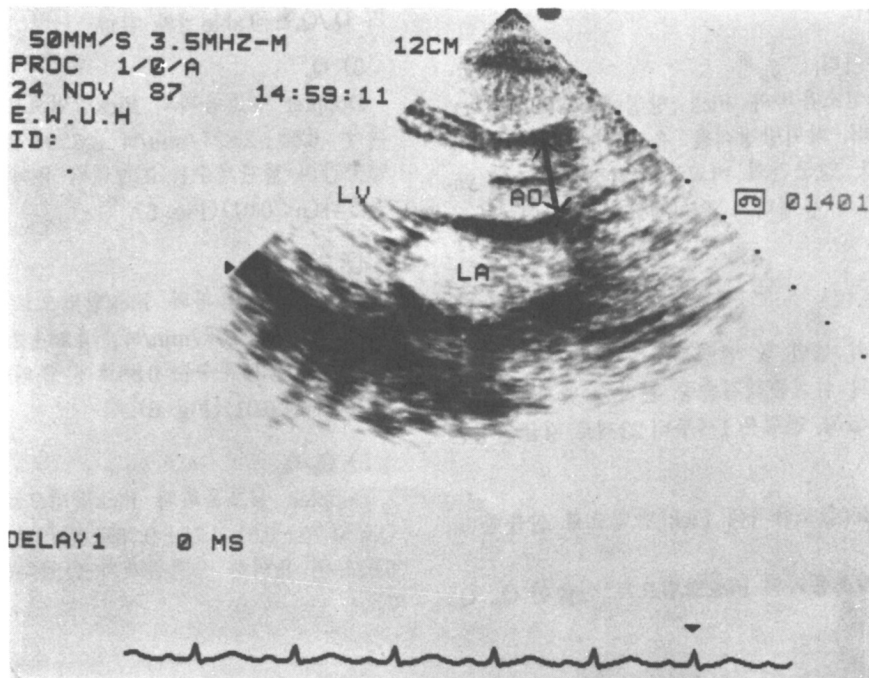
Parasternal long axis echocardiographic view used to measure the diameter of aorta. We measured at 2cm above aortic valve at least 3 times during early systole.
